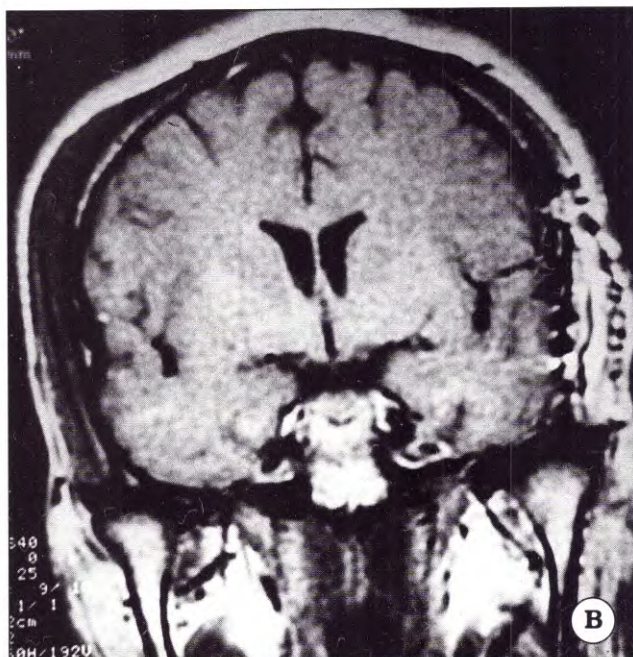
Paciente de sexo masculino y 24 años de edad. IRM: secuencia T1-cortes coronales. A. Preoperatoria. B. Postoperatoria.
